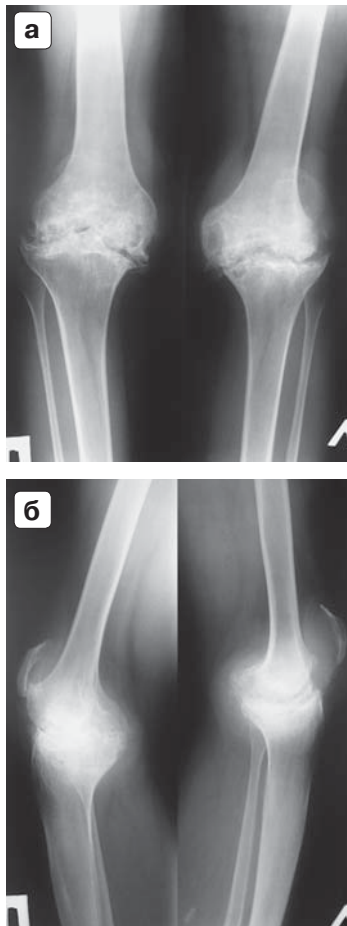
Рентгенограммы коленных суставов пациента в прямой (а) и боковой (б) проекциях пациента 40 лет с гемофилическим артрозом правого и левого коленного суставов IV стадии.
